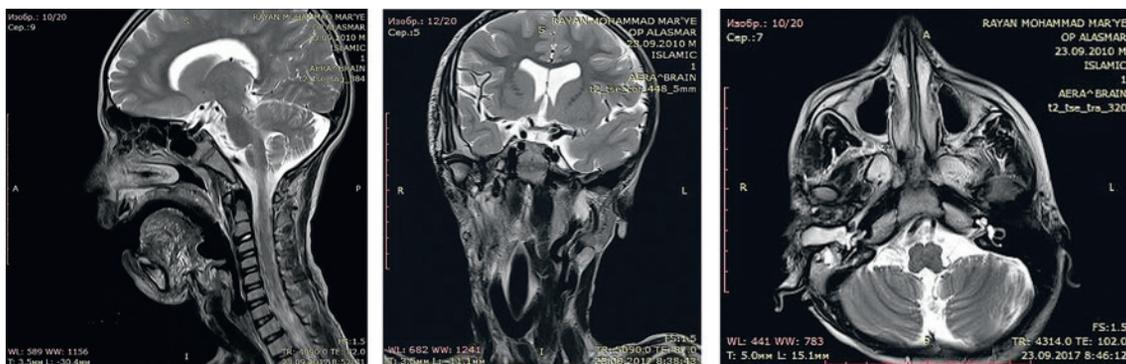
(а, б, в). МРТ головы и шеи через 4 года после операции в режиме T2-ВИ Коронарная (а), аксиальная (б), сагиттальная (в) проекции. Патологических тканей в области операции не выявлено.
